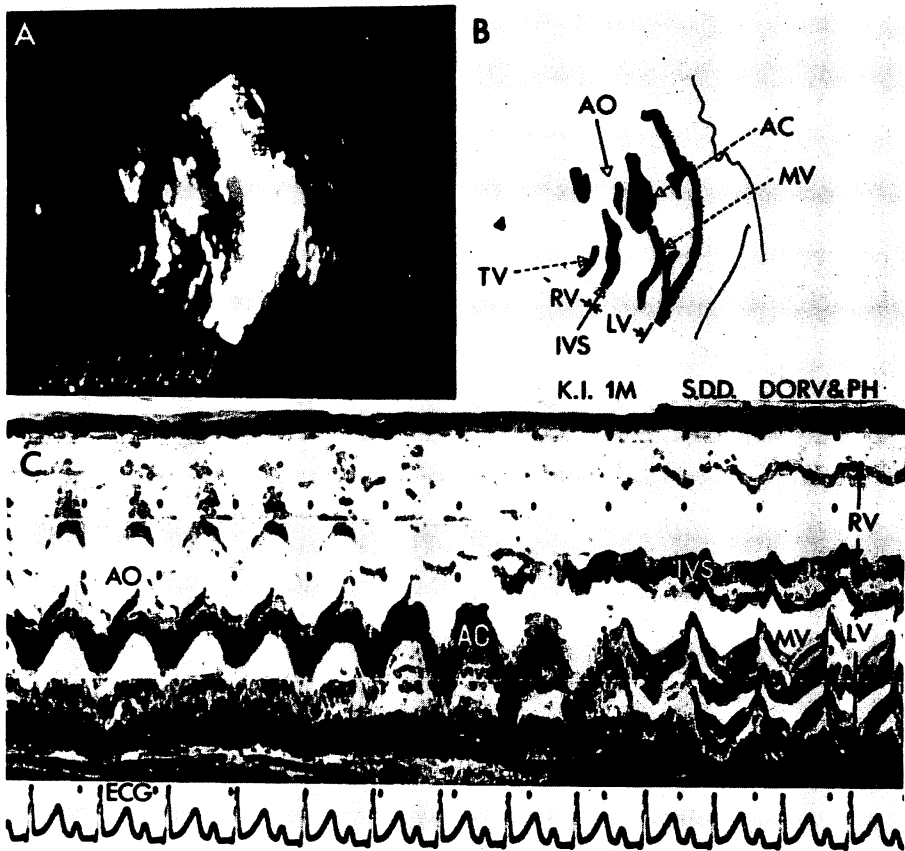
Echocardiogram of a patient with double outlet right ventricle with pulmonary hypertension.
